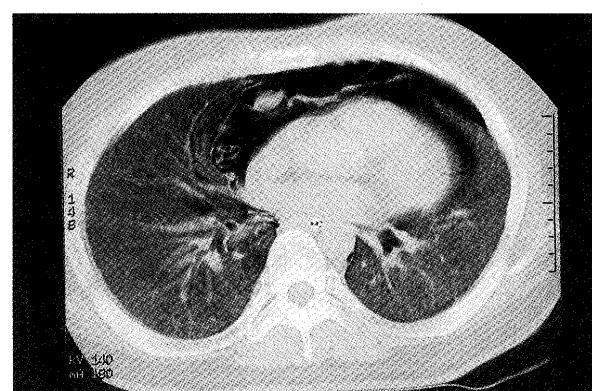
移植後140日の胸部CT像。間質性肺炎の増悪および縦隔気腫を認めた。
